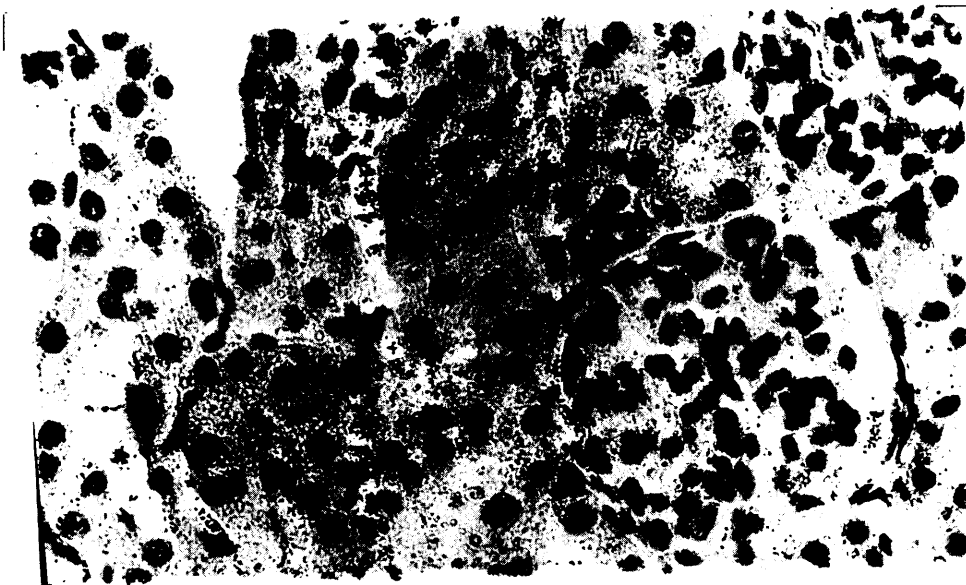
MICROAUTORRADIOGRAFIA DE RIÑON (x 400).
